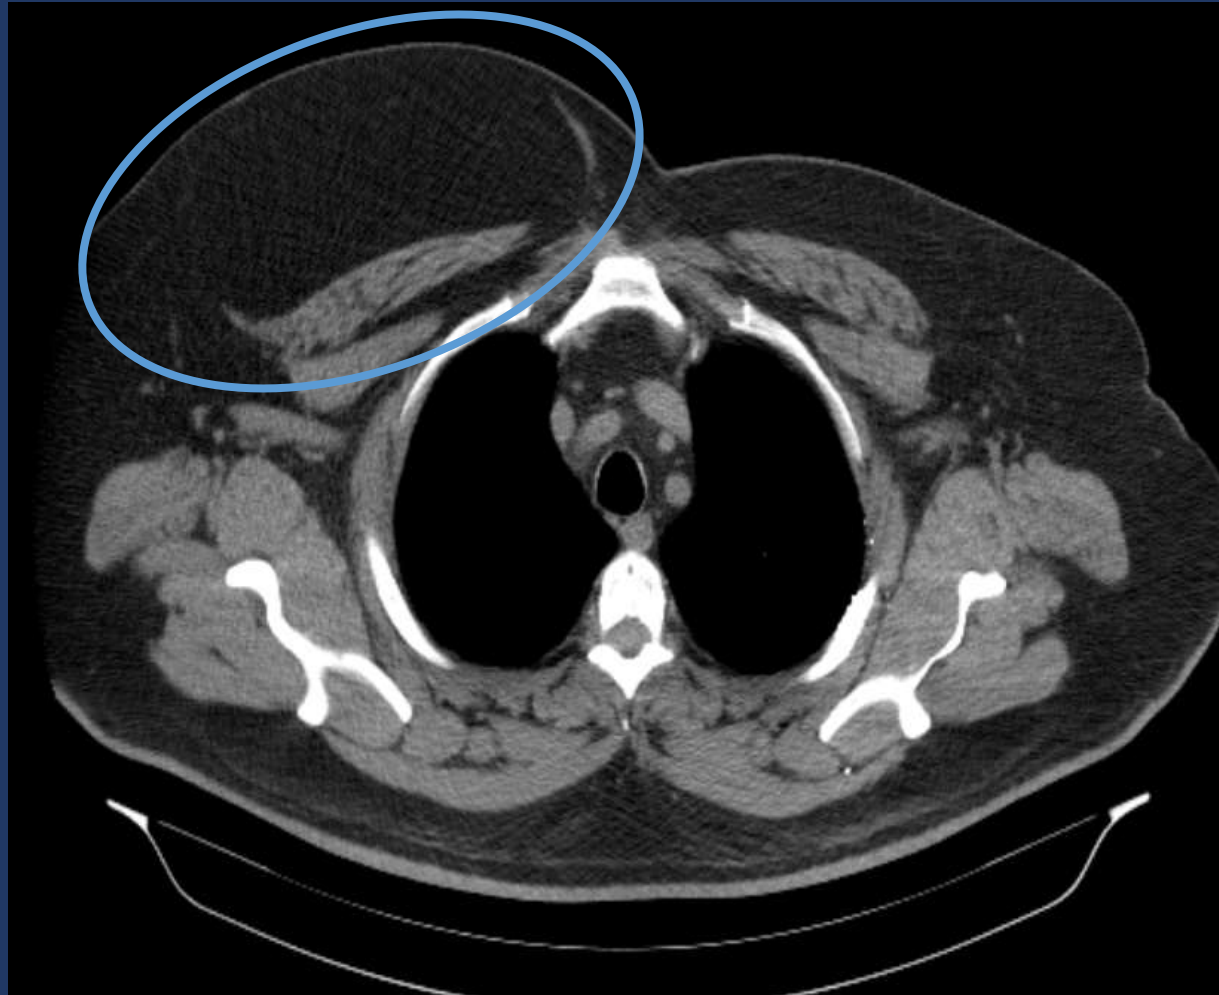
LIPOMA MAMARIO: corte axial de TC de tórax donde se aprecia asimetría a expensas de mayor tamaño de mama derecha, donde se reconoce lesión con densidad grasa (círculo) en relación a lipoma.
